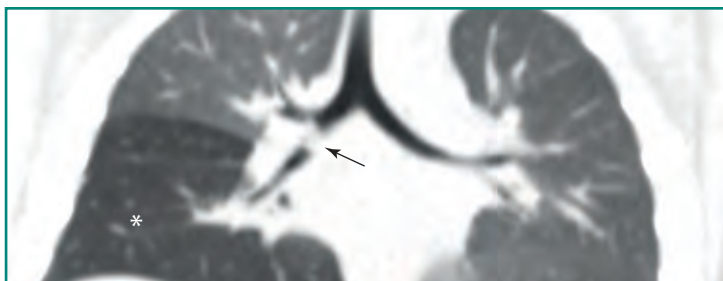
Cuerpo extraño. Varón de cuatro años de edad, atragantamiento brusco durante el almuerzo, sensación de cuerpo extraño y dificultad respiratoria. TC de tórax, reconstrucción coronal en ventana pulmonar que muestra un defecto de repleción en el bronquio intermedio derecho (*flecha*). Esto causa un mecanismo valvular secundario con atrapamiento aéreo en el parénquima pulmonar afectado (*asterisco*). En la broncoscopia se identificó un guisante obstruyendo el bronquio intermedio.
